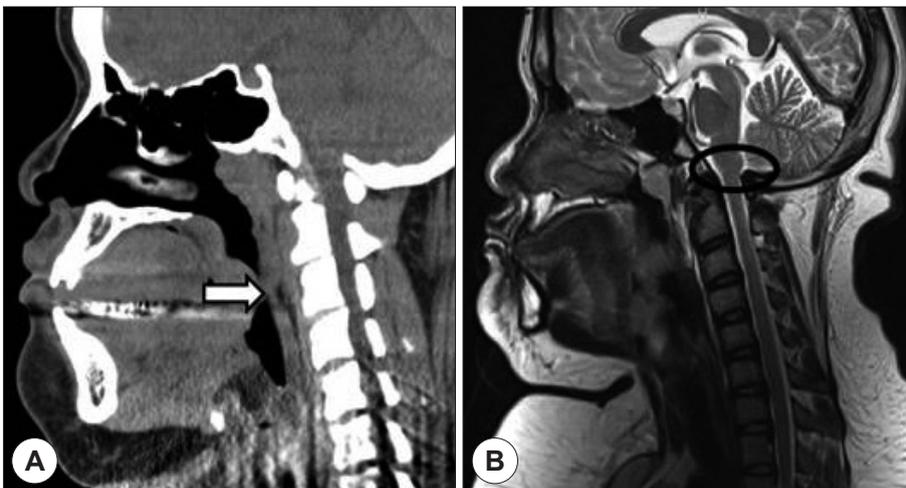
Preoperative Neck CT (A), MRI (B) finding. A : Narrow posterior airway space has been observed (arrow). B : There is no evidence of compressed foramen magnum, cervicomedullar lesion (elliptic).
